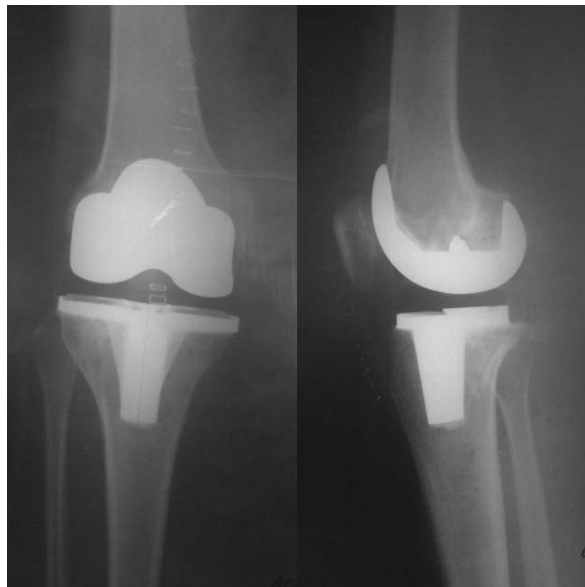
Пациентка Е., 41 год. Рентгенограммы после установки компонентов эндопротеза: определяются установленные большеберцовый и бедренный компоненты протеза
